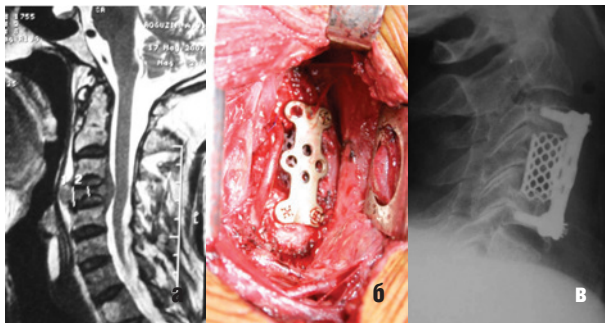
Корпорэктомия C4 с замещением дефекта сетчатым эндопротезом тела позвонка системой «mesh». Спондилодез C3–C5 системой «Atlantis»; а – МРТ до операции, б – интраоперационная фотография, в – послеоперационный рентген шейного отдела позвоночника
